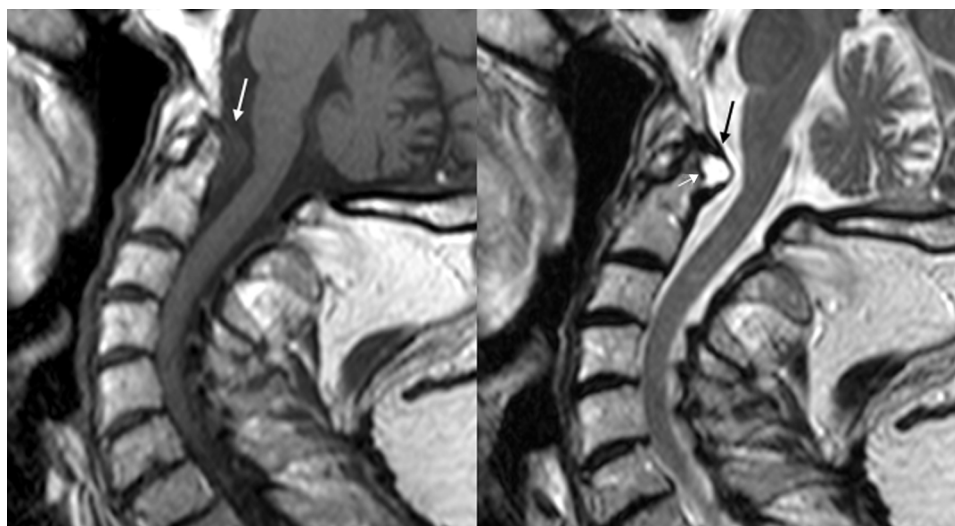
Estudio de RM con cortes sagitales en secuencias T1 y T2. Se observan cambios de sinovitis que distienden el receso posterior de la articulación atlantoaxoidea, ocupando el espacio subaracnoideo anterior (flechas largas). En el margen posterior de la apófisis odontoides pueden verse pequeñas erosiones, con irregularidad del margen cortical (flecha corta).
